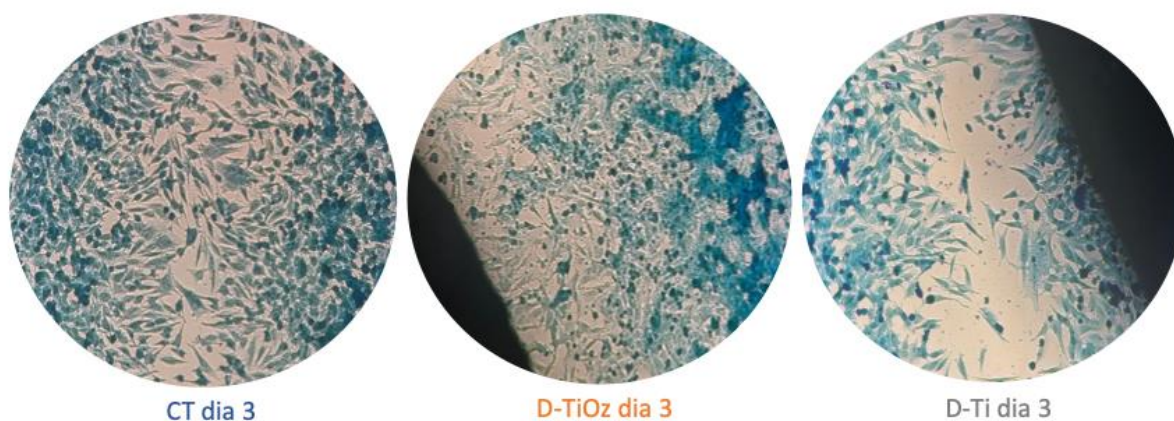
Migração celular – Imagem microscópica no maior aumento (1000x) dos poços com os discos de titânio – D-Ti e D-TiOz e do grupo controle - CT, no dia 03.
